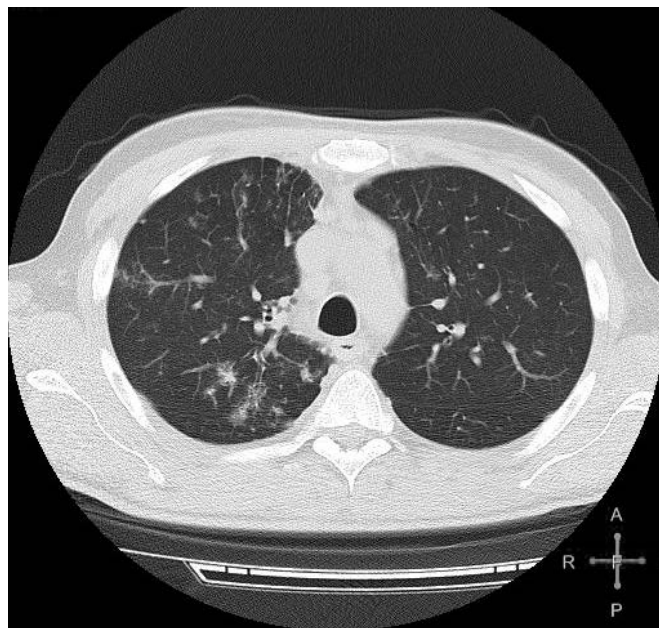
Пациент К. Лимфома Ходжкина. Пневмоцистная пневмония. Компьютерная томограмма органов грудной клетки на Д+181 после ВДХТ и аутоТГСК
